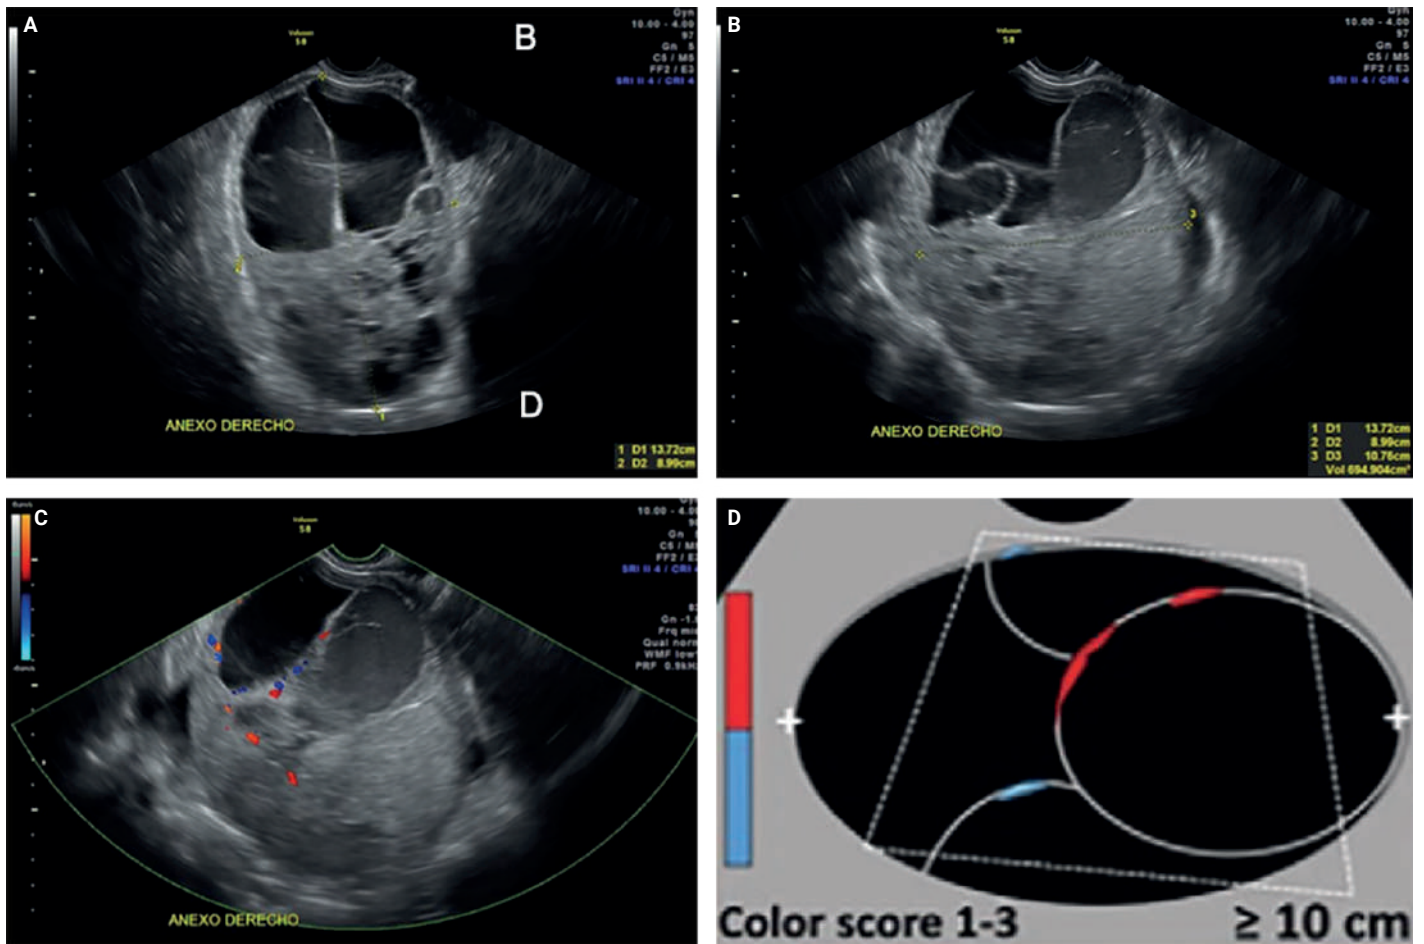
Ultrasonido transvaginal en escala de grises (A-B) y Doppler color (C). Se observa una lesión quística multiloculada anexial derecha, de 13.7 x 8.9 x 10.7 cm, con lóculos quísticos heterogéneos y componente hiperecogénico sólido con flujo interno en el Doppler color (Color Score 2). Lesión quística multiloculada (D).
